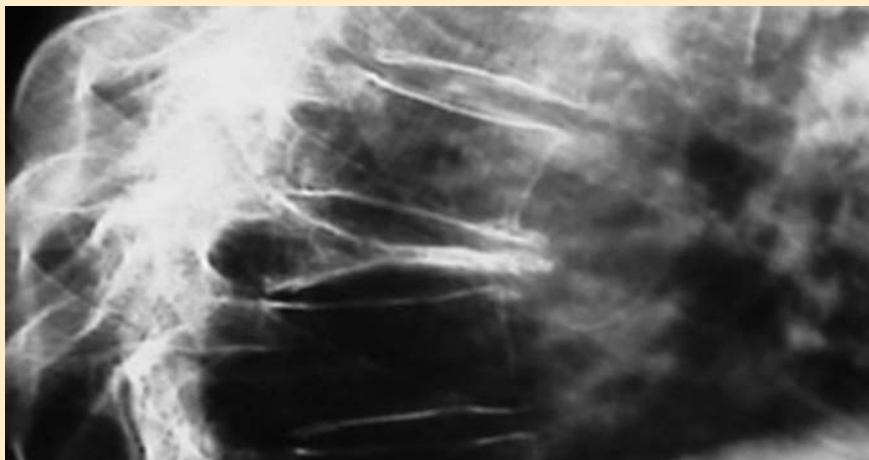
Radiografía lateral de columna dorsal
